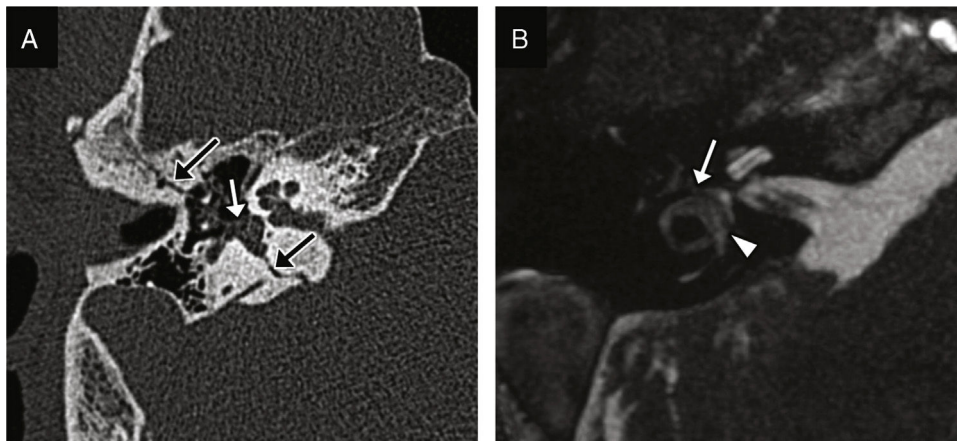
Fístula perilinfática y fractura transversal. A) Imagen transversal de TC que muestra una fractura transversal que compromete la cápsula ótica y atraviesa la ventana oval (flechas negras); existe ocupación del nicho de la ventana oval, probablemente por perilinfa (flecha blanca). B) Reconstrucción transversal de secuencia de RM eco de gradiente en estado estacionario en la que se observa una alteración de la intensidad de señal líquida del vestíbulo y los canales semicirculares, por probable hemorragia (punta de flecha), y aparente extensión de su contenido hacia el nicho de la ventana oval (flecha); aunque este hallazgo sugiere fístula perilinfática, es de difícil interpretación y podría ser indistinguible del hemotímpano con esta localización.
